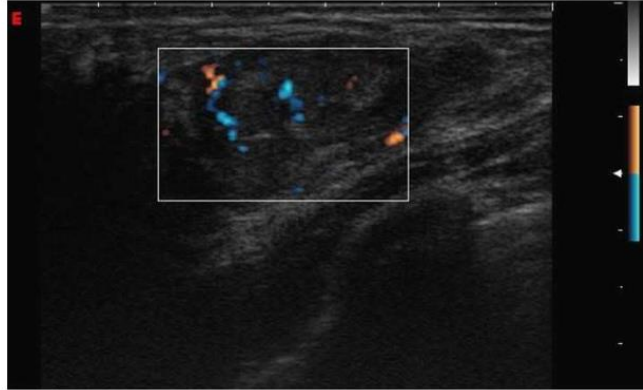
Casos especiales en ecografía.
